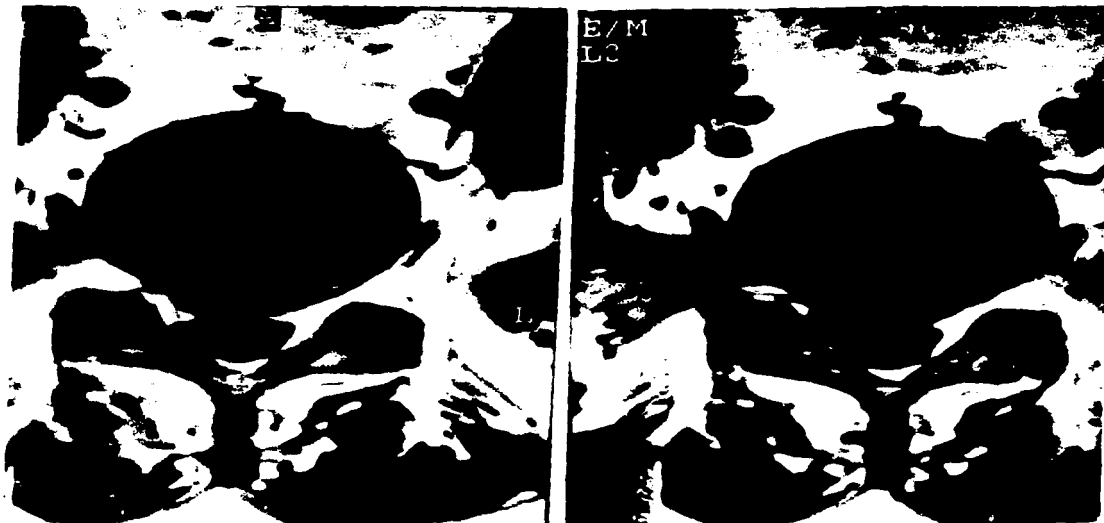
PACIENTE ANTERIOR CON IRM CON PLANOS AXIALES
